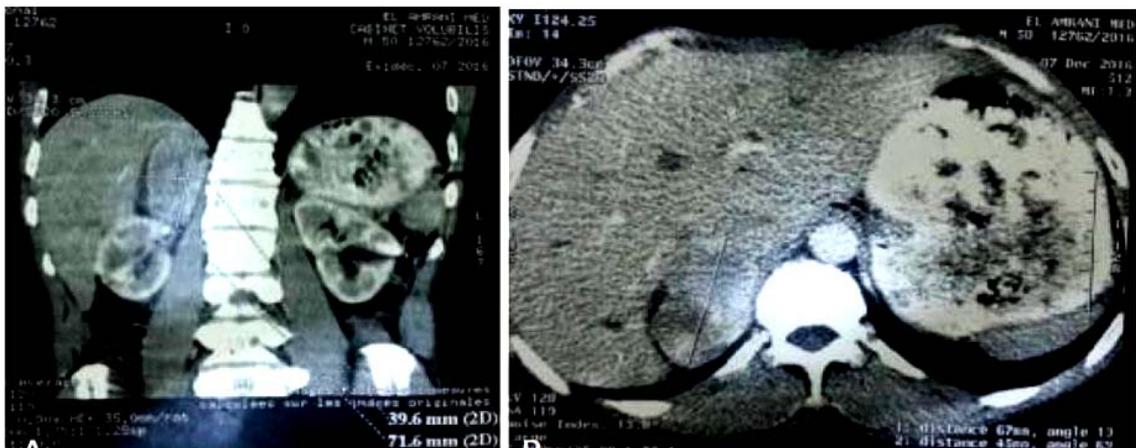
Phéochromocytome droit (TDM)
